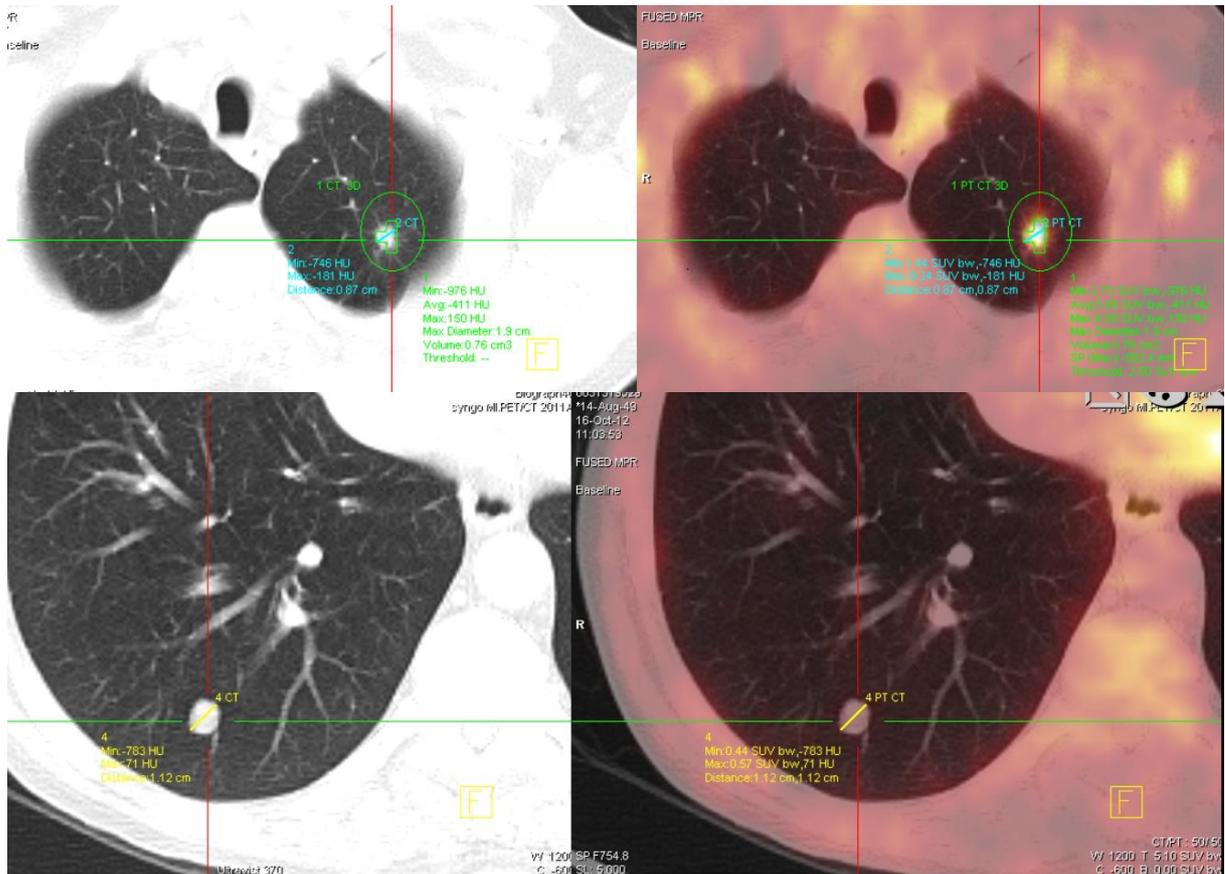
Primäres Staging bei einem Patienten mit beidseitigen Herden. Rundherd im Oberlappen links SUVmax 8,2/ Rundherd rechts SUV max 0,6
